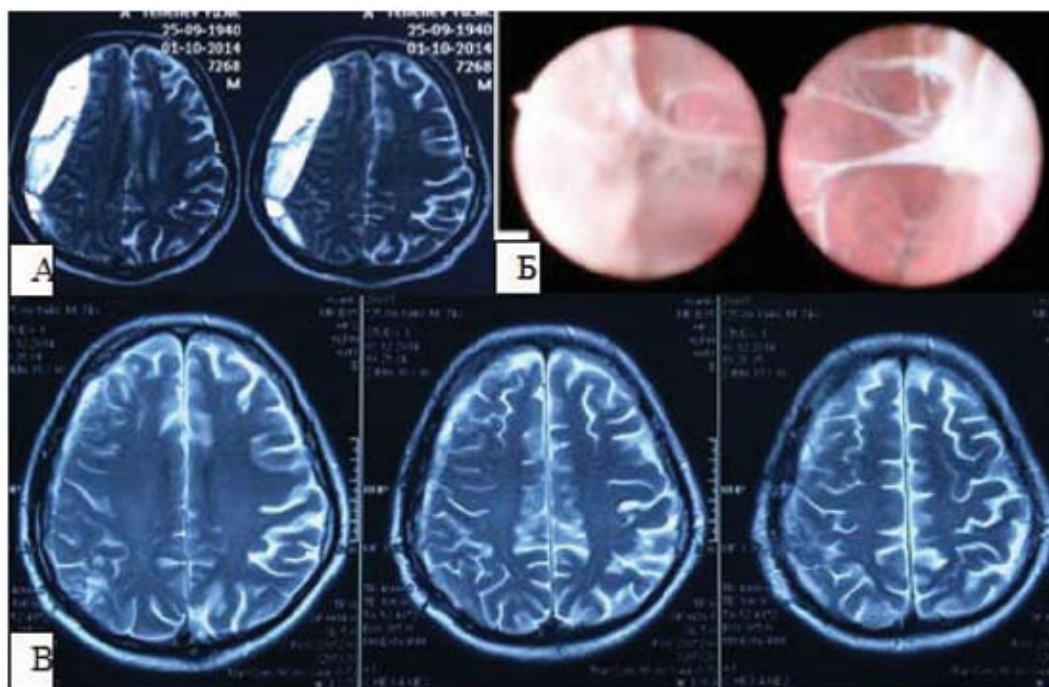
Эндоскопическое удаление ХСДГ. А. — МРТ (T2 взвешенные изображения) до операции. Б. — вид спаек в полости капсулы гематомы после удаления гемолизированной ее части. В. — контрольное МРТ (T2 взвешенные изображения) на 14-е сутки. Гематома удалена полностью.
